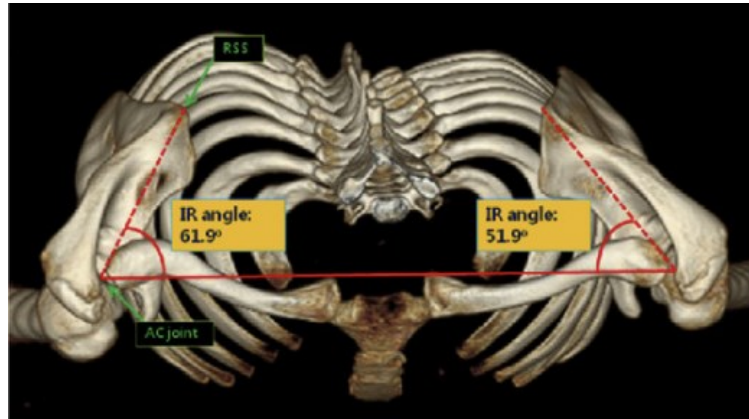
3-dimensional wing computer tomography, IR-Winkel (41) (bearbeitet)
